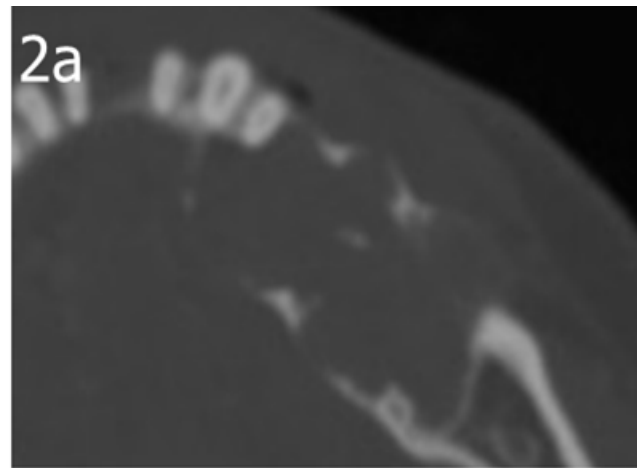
Ameloblastoma. Lesion lítica multilocular y expansiva, con septos finos, que provoca erosión ósea y de las raíces dentarias. Raramente malignizan, siendo indistinguible por imagen la degeneración del mismo. 1: OPT; 2 (a y b) y 3: TC (axial y sagital).
